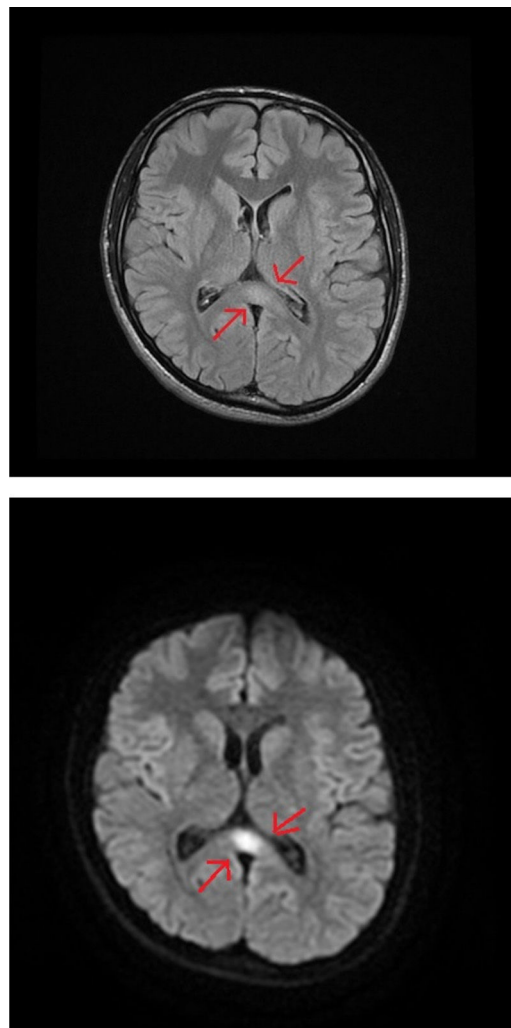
Resonancia magnética craneal. A y B) Lesión de 1,5 cm en el esplenio del cuerpo caloso de contorno mal delimitado, con señal débilmente hiperintensa en secuencias T2 (FLAIR) y francamente hiperintensa en secuencia difusión (valor B-1000).
